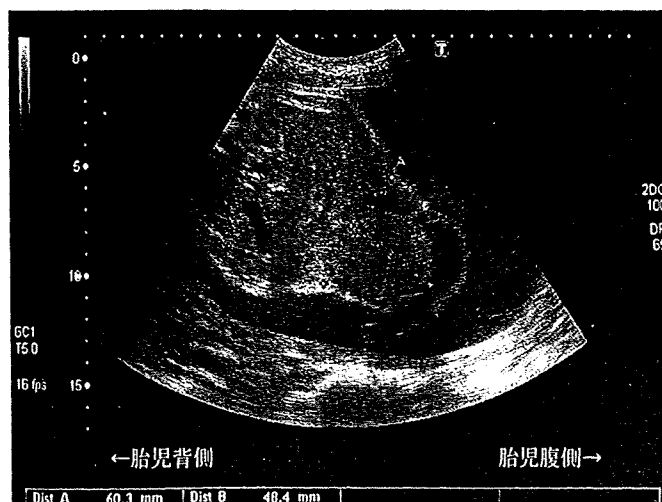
胎児超音波画像： ベル型の胸郭狭小像（矢状断）。
